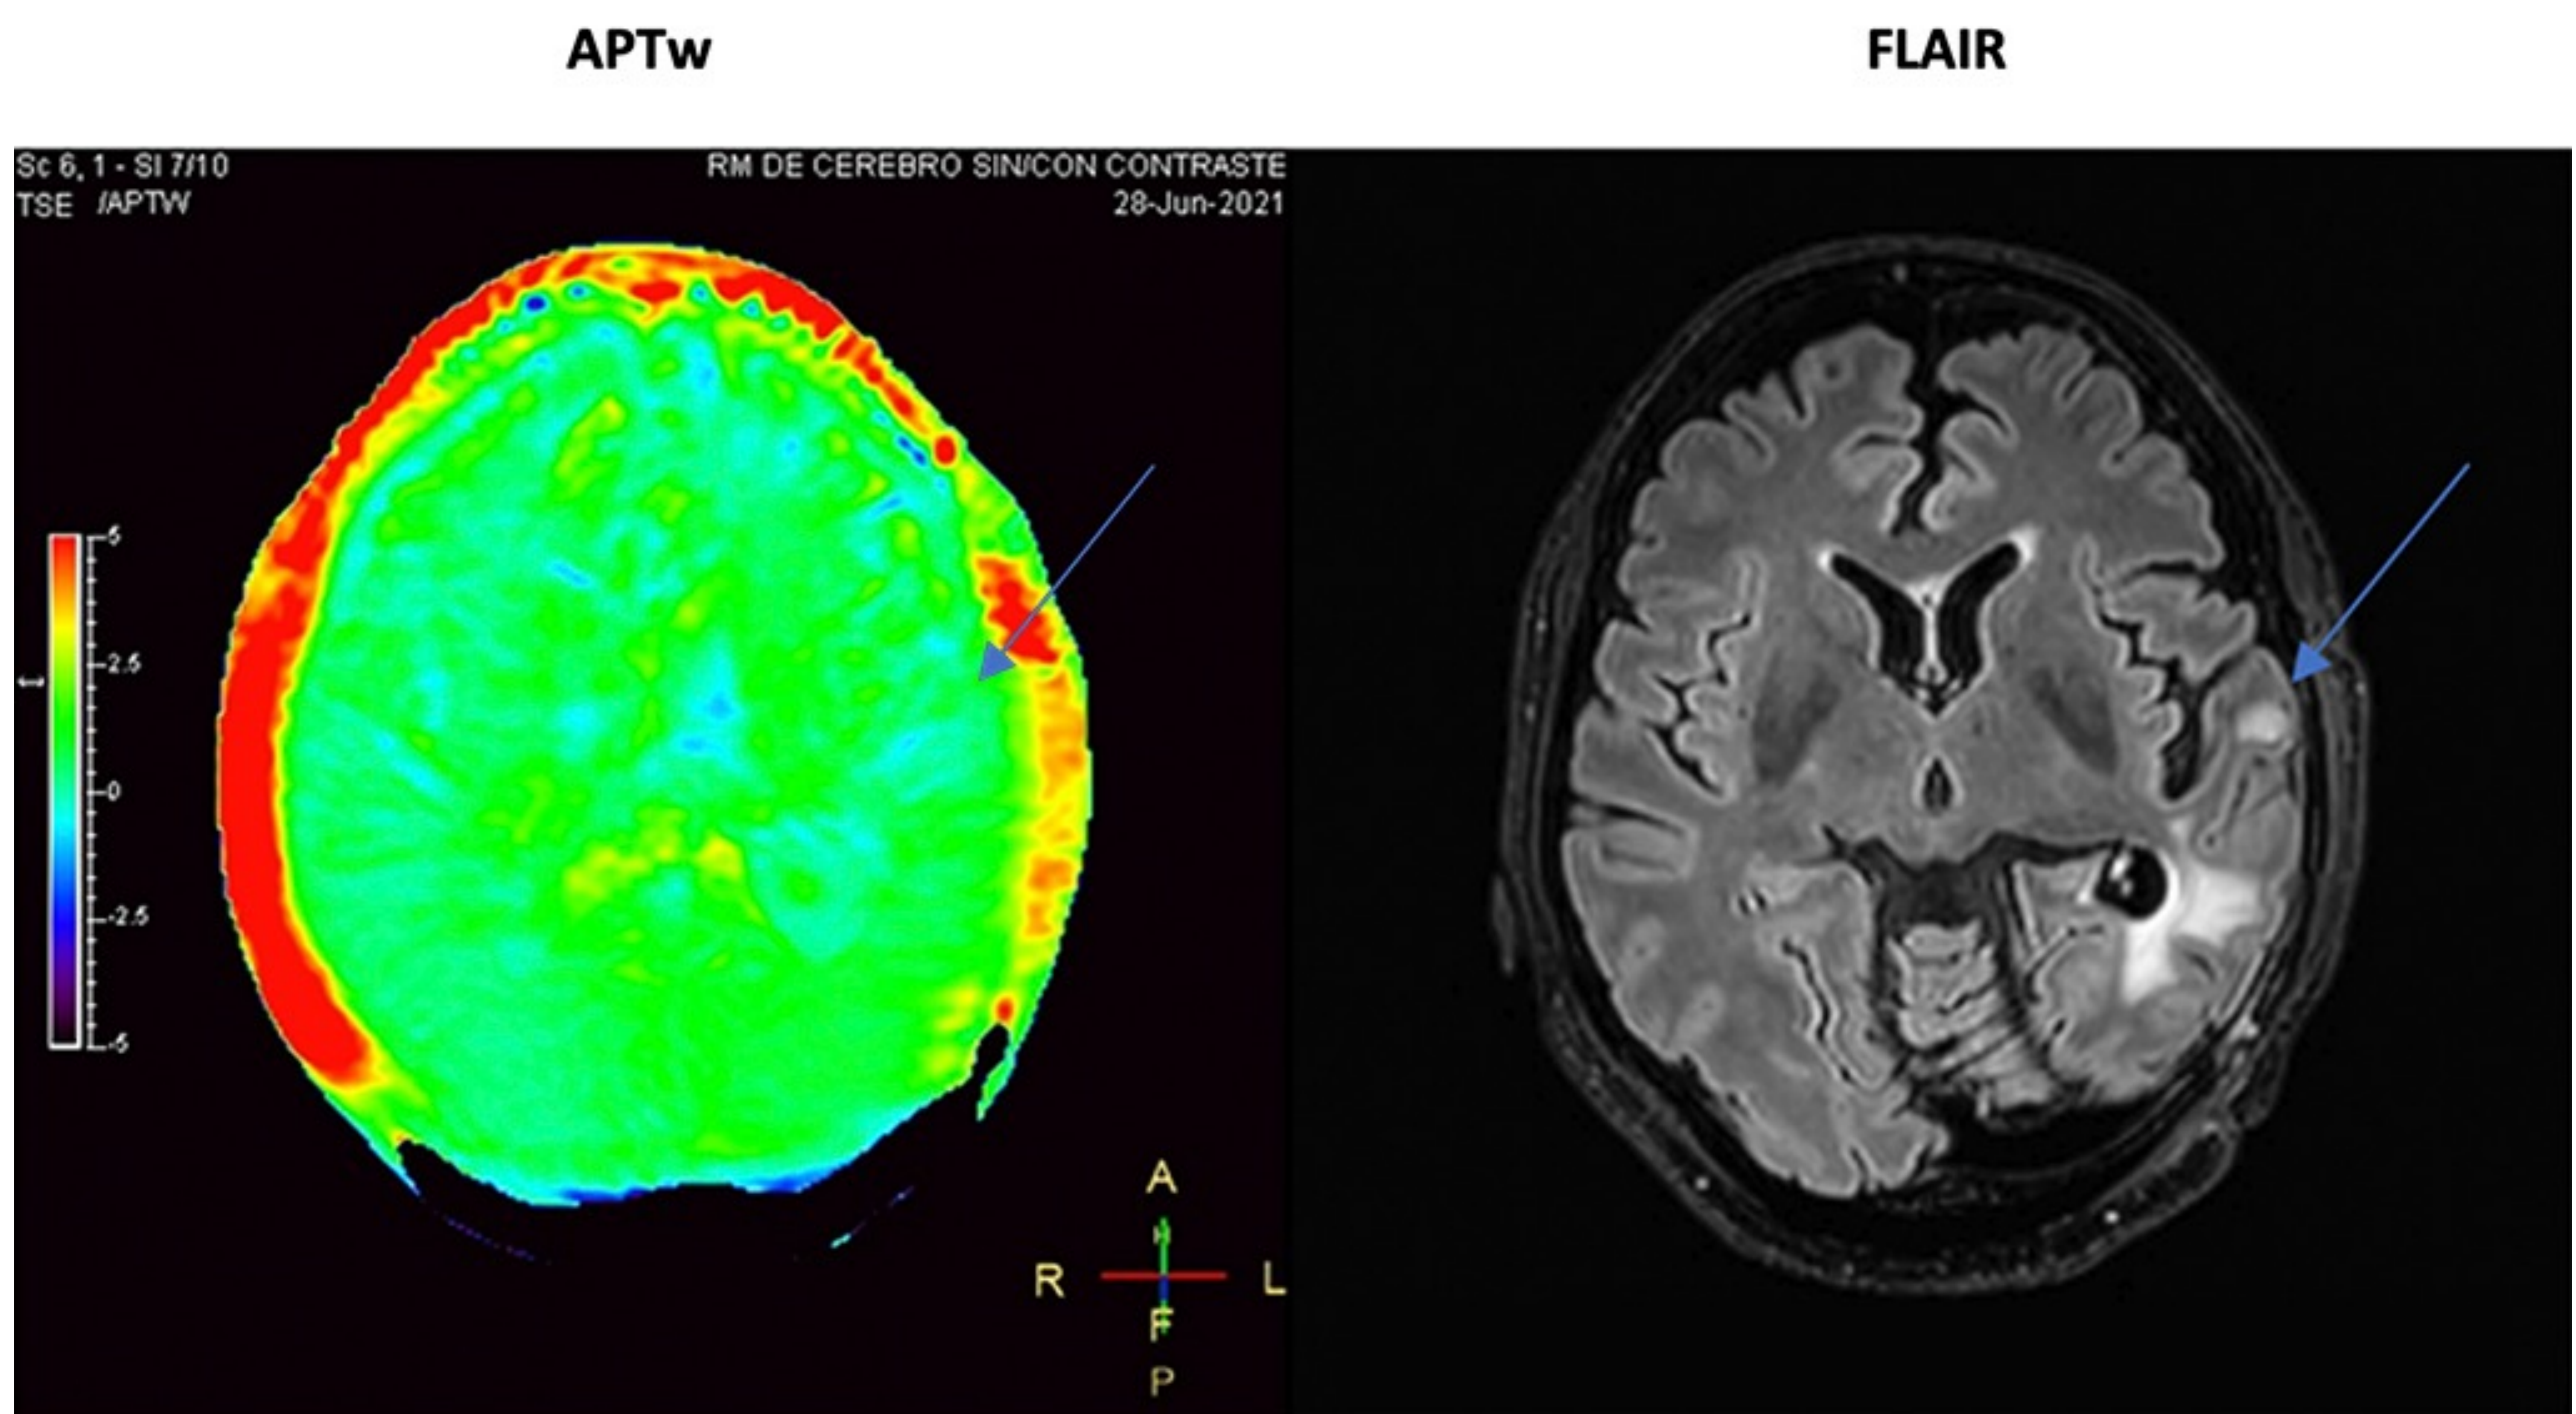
Paciente con glioma de alto grado resecado. En secuencia FLAIR se observa un área de hiperintensidad conocida en relación a cambios post-tratamiento. Sin embargo, en un control aparece otro área cercana de hiperintensidad focal. Sugerimos un control precoz sospechando que pudiera tratarse de una recurrencia tumoral. En los controles posteriores esta área se ha mantenido estable, sugiriendo que se trata de una pseudoprogresión. En la secuencia APT esta área siempre se ha mantenido isointensa respecto al hemisferio contralateral.
